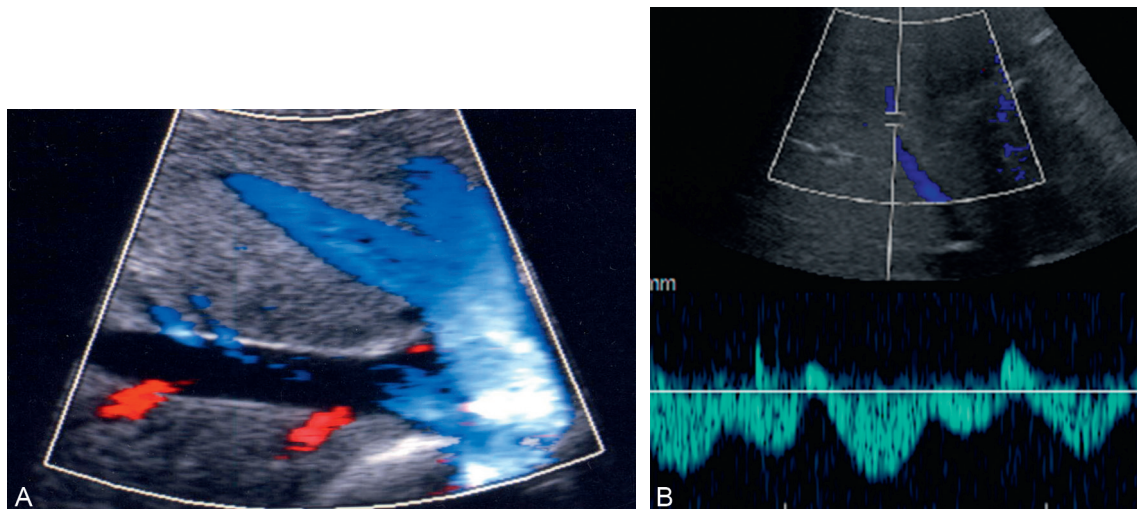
Veines hépatiques en coupe axiale transhépatique avec les veines gauche et médianes encodées en bleu et la veine droite non encodée à cause d'un angle Doppler défavorable (A). Leur flux présente un aspect triphasique caractéristique.
